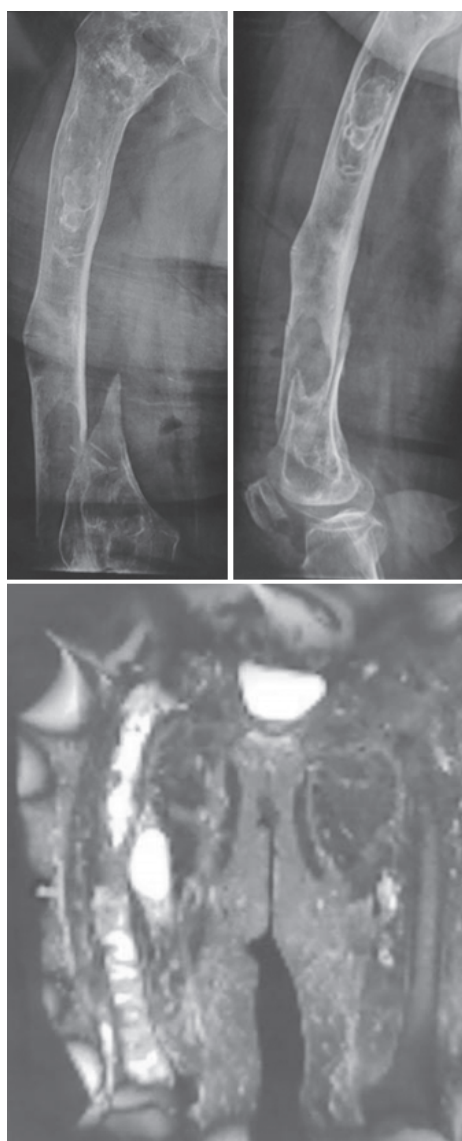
Imagerie (radiographie et IRM) : lésion osseuse agressive du fémur
